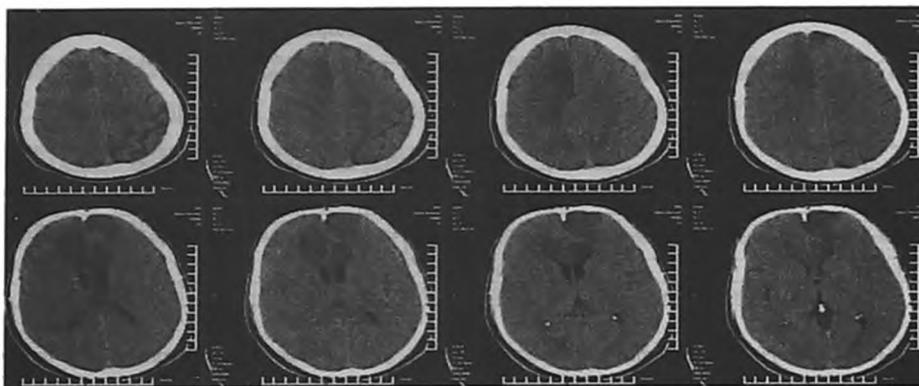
Посттравматические очаговые КТ и МРТ изменения средней степени. (КТ грамма). Кистозно-рубцовая дегенерация в лобно-базальных областях головного мозга. Определяется кальцификаты в проекции задних рогов боковых желудочков и в дно III желудочки.
